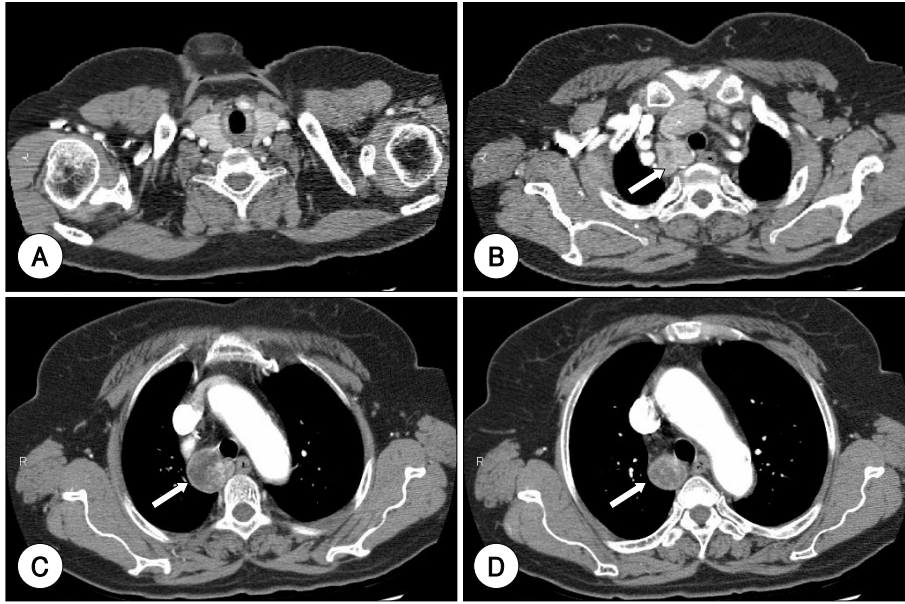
Preoperative chest CT. Secondary intrathoracic goiter extends to the level about 1.5cm above the carina in the posterior mediastinum from the posteroinferior portion of the thyroid gland (white arrow, Fig. B, C and D). A : Level of the second tracheal ring, B : Level of the manubrium of the sternum, C and D : Level of the aortic arch.
